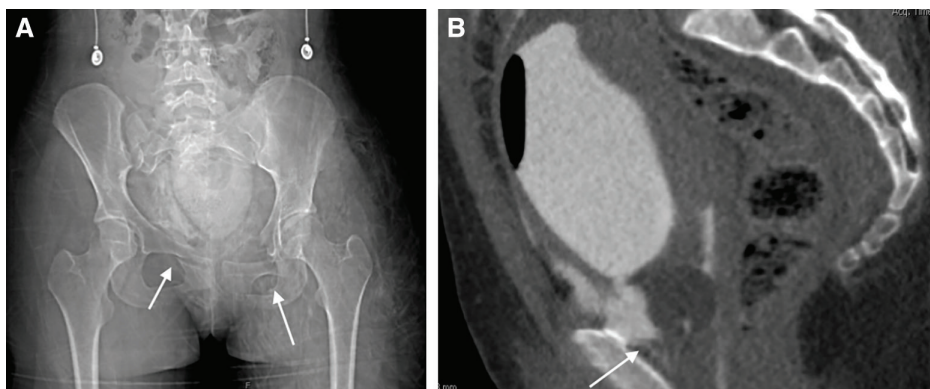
radiografía de la pelvis que muestra traumatismo pélvico femenino, con flechas blancas que indican desplazamiento de la rama isquiopúbica y del anillo obturador. B, la vista sagital del cistograma por TC muestra la disrupción del cuello de la vejiga con extravasación de contraste y el balón del catéter uretral posterior a la vejiga en el mismo paciente.
